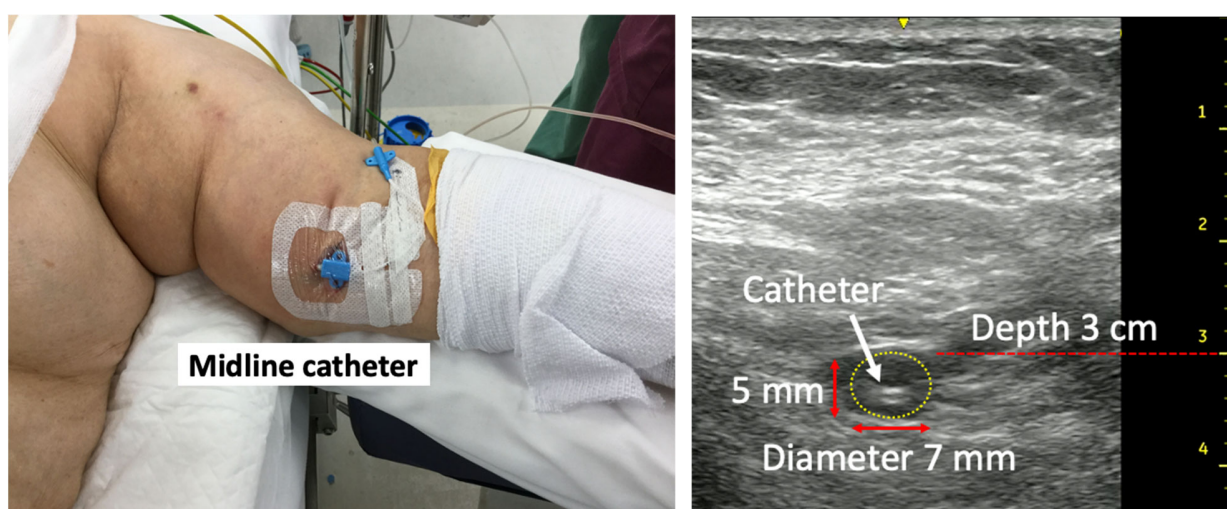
肥満患者の超音波ガイド末梢静脈路確保 (Midline*)
